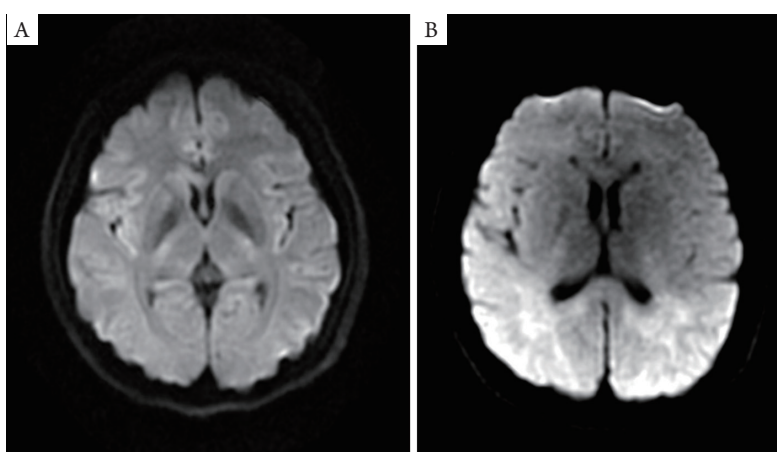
中枢神经系统脱髓鞘疾病患者的MRI DWI表现
